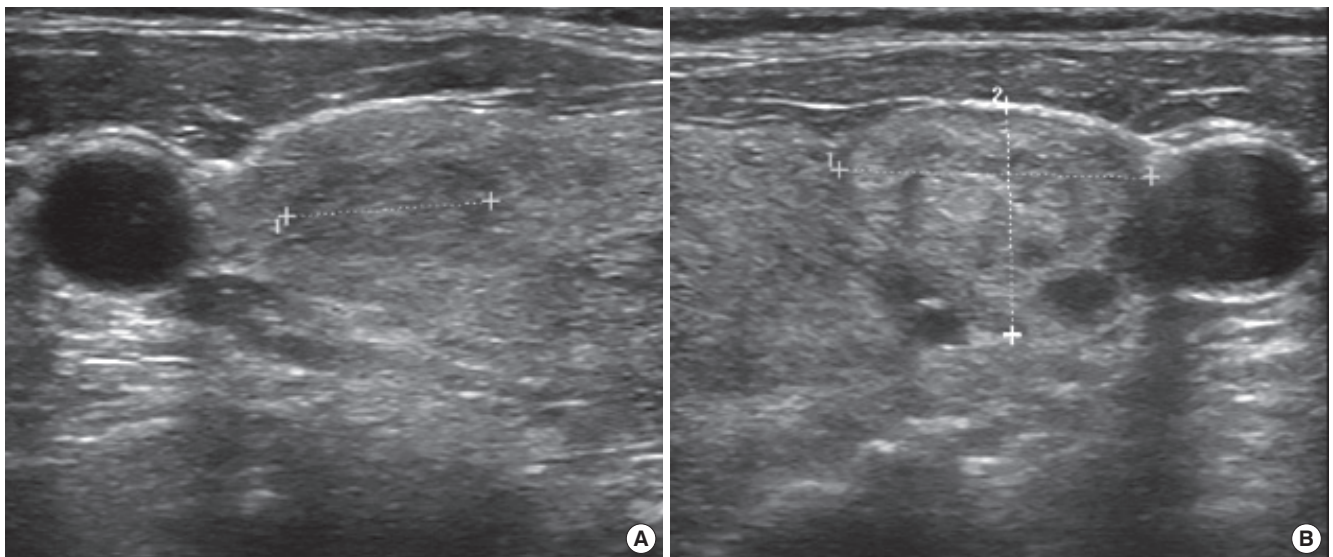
Thyroid ultrasonography shows relatively well defined hypoechoic nodule in right thyroid gland (A) and isoechoic nodules in left thyroid gland (B) with moderate diffuse goiter.
